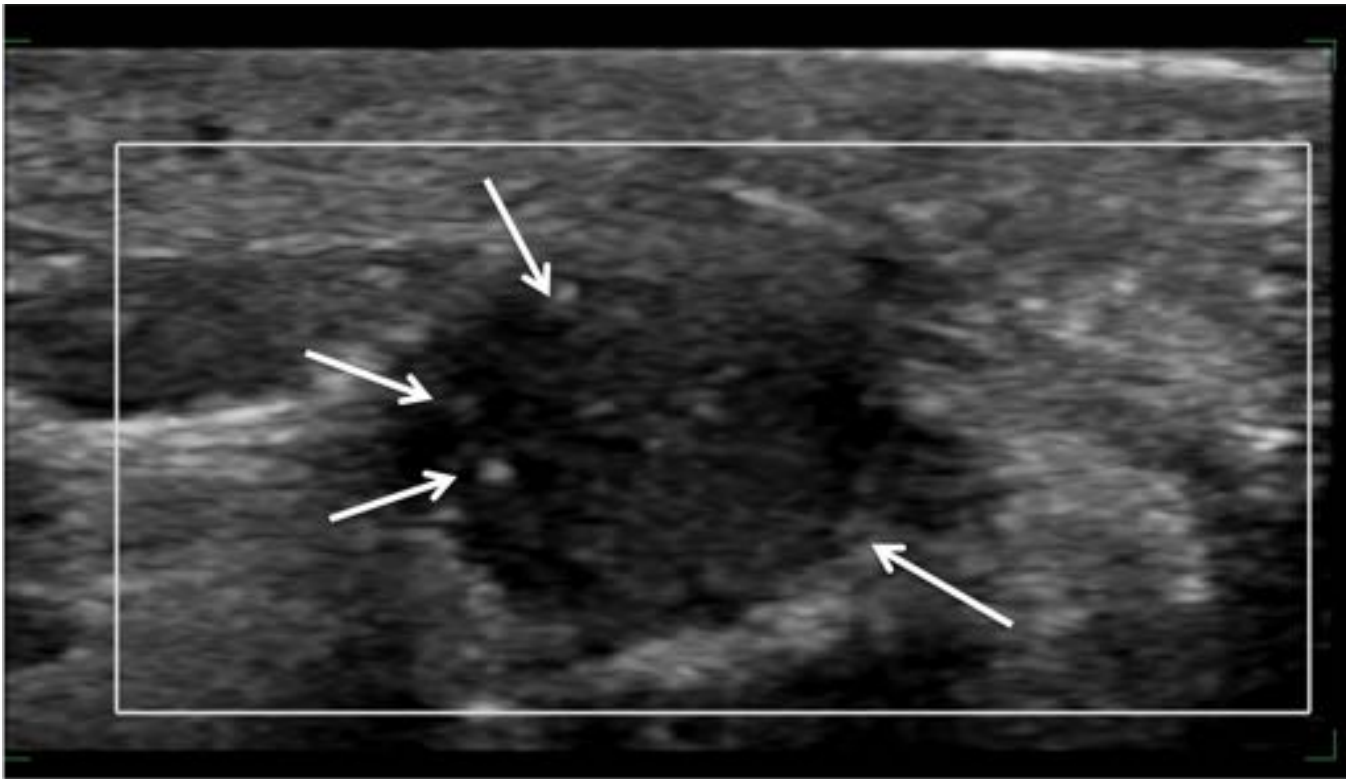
la ecografía muestra adecuadamente las calcificaciones milimétricas en relación a tejido granulomatoso postquirúrgico.
